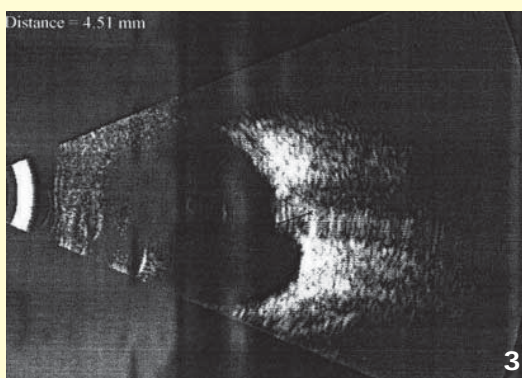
Ecografía del ojo derecho. No se evidencian calcificaciones intrapapilares y se puede apreciar la extensión de la hemorragia en el interior de la papila
